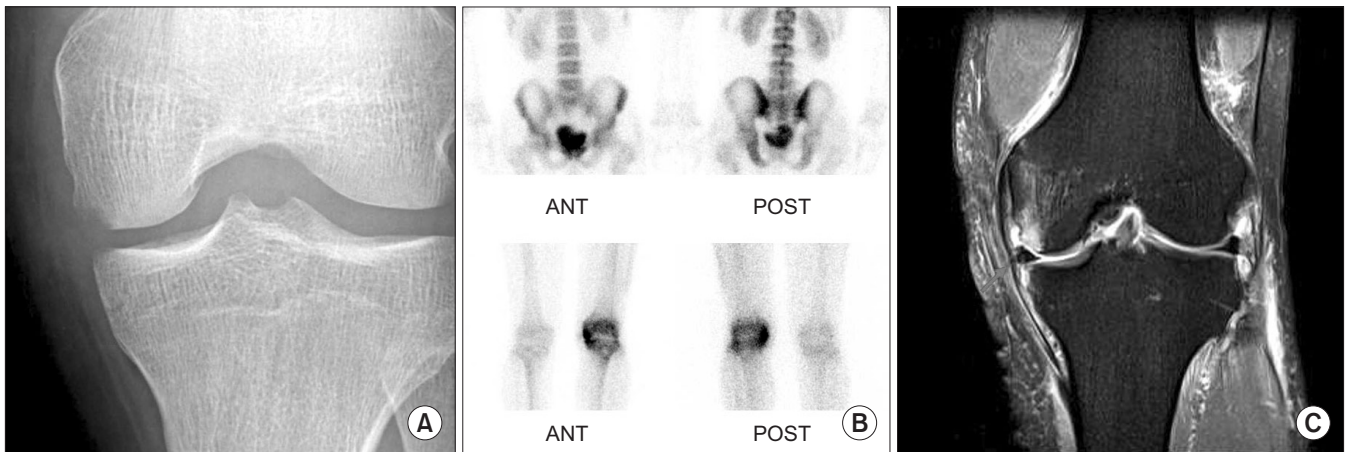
Radiologic studies demonstrating postoperative infection. (A) Radiography shows osteolytic change of the medial femoral condyle. (B) Bone scan shows hot uptake in media femoral condyle. (C) High signal intensity (arrow) on T2 weighted fat suppression coronal magnetic resonance imaging suggesting acute infectious bone destruction. ANT, anterior; POST, posterior.
